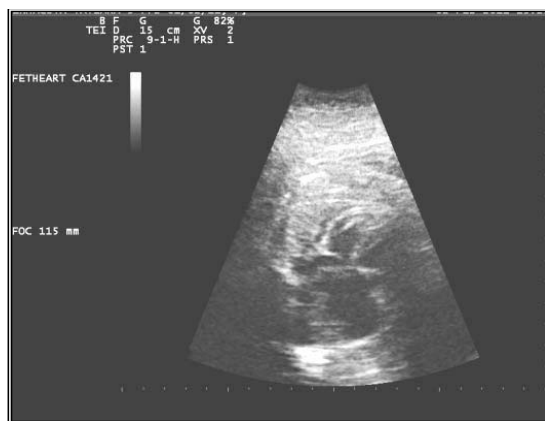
Aspect ecografic de cardiomegalie
